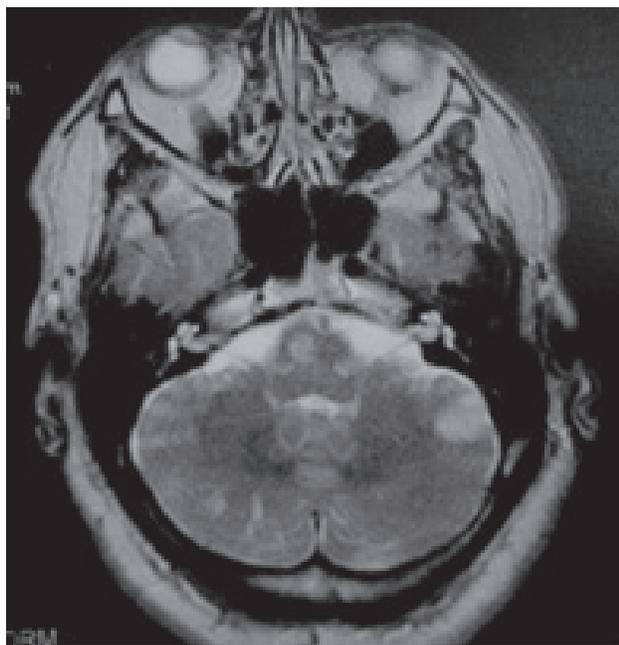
IRM – Secuencia de T2
